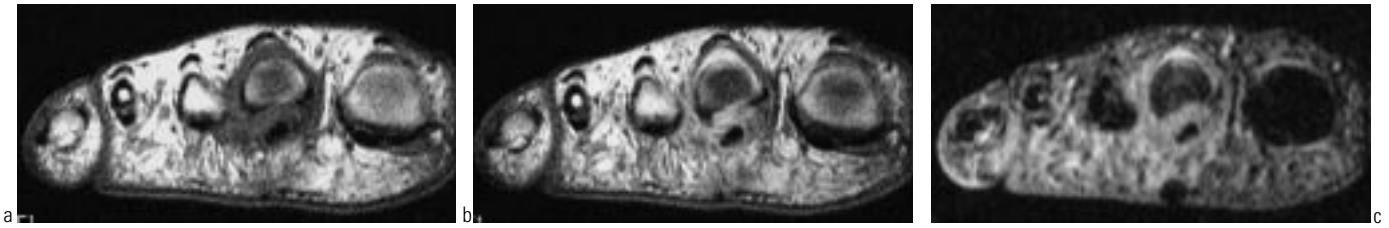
(a et b) : Névrome de Morton. Coupes IRM axiales pondérées en T1 (a) et en T2 (b). Ablation chirurgicale d'un névrome de Morton du 3<sup>e</sup> espace. Persistance de douleurs après l'intervention. L'IRM met en évidence la cicatrice d'exérèse dorsale du névrome en regard du 3<sup>e</sup> espace inter-capitométatarsien (tête de flèche) et un second névrome « oublié » dans le 2<sup>e</sup> espace (flèche). Nouvelle exérèse. Guérison.
